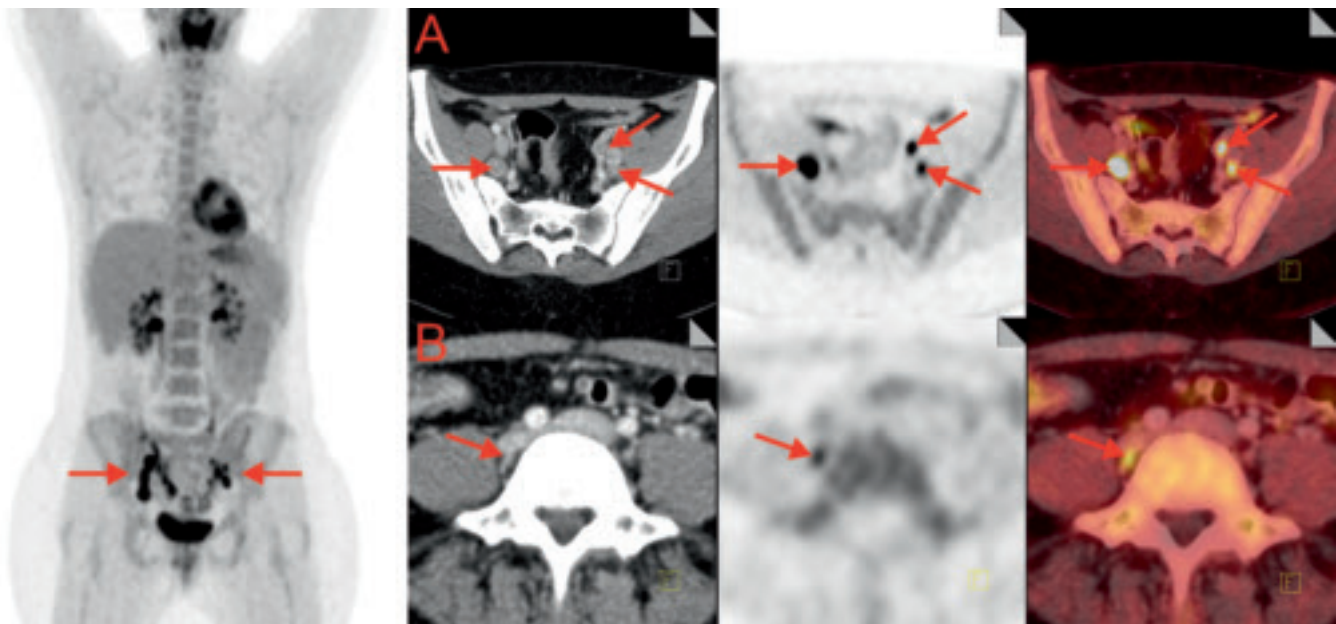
33-jährige Patientin mit Zervixkarzinom cT2a: In der FDG-PET/CT Nachweis von Lymphknotenmetastasen iliakal extern beidseits. Kein Hinweis auf Fernmetastasen (A). Beispiel einer kleinen Lymphknotenmetastase in einem 4 mm durchmessenden Lymphknoten dorsal der V. iliaca communis rechts, (B) hochaufgelöste regionale PET/CT-Aufnahme des Lymphabflusses).
